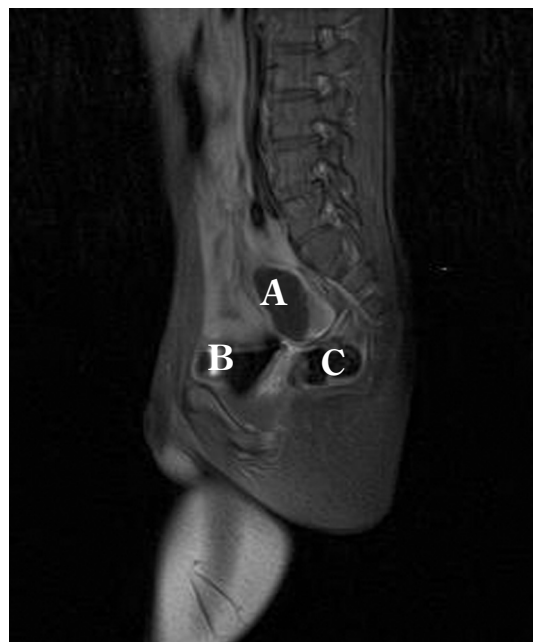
RMN addominale; sequenza T1 pesata con soppressione del tessuto adiposo (SPIR) dopo contrasto, piano sagittale: lesione ipointensa ovale sopravescicale con livello fluido-fluido all'interno e ispessimento di parete (A); vescica (B); retto (C).
